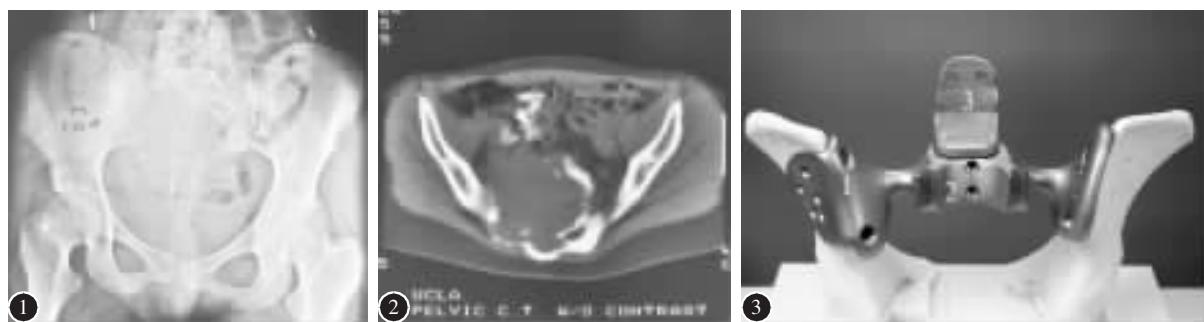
术前骨盆前后位 X 线片示肿瘤累及整块骶骨，右侧骶髂关节部分受累及，并突破前方骨皮质进入髂窝 图 2 术前 CT 扫描示肿瘤侵犯整块骶骨，图 3 骨盆环假体(1 髂骨固定装置；2 连接臂；3 L5 前方固定底座)
